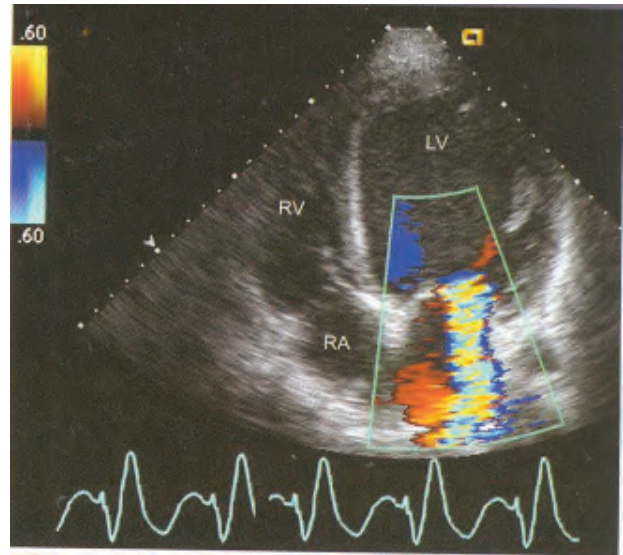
Vista apical de cuatro cámaras obtenida en un paciente con miocardiopatía dilatada e insuficiencia mitral funcional secundaria al desplazamiento lateral de los músculos papilares. Observándose el jet de flujo mitral con una señal Doppler color que ocupa alrededor de 40 % del área de la aurícula izquierda. LV, ventrículo izquierdo; RA, aurícula derecha, RV, ventrículo derecho.
